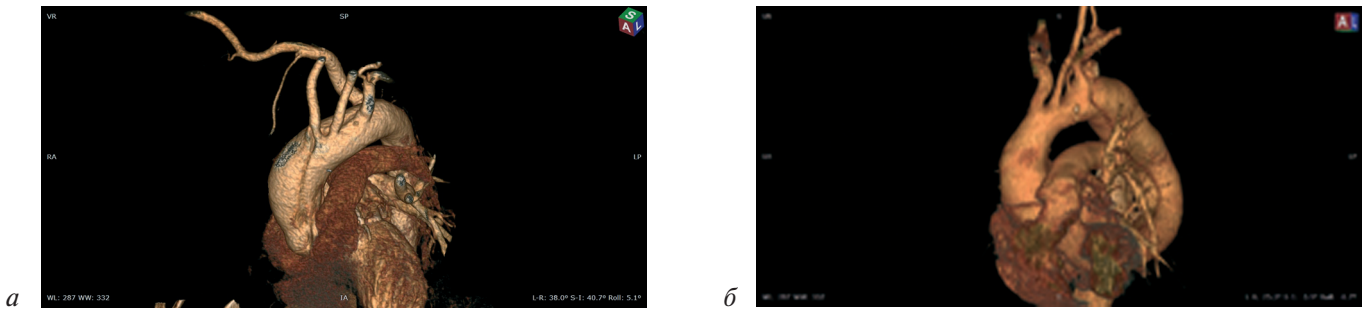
Трехмерная (3D) реконструкция изображений МСКТ-ангиографии грудной аорты у пациентов с ее расслоением, демонстрирующая вариативную анатомию ветвей дуги аорты (а, б)
